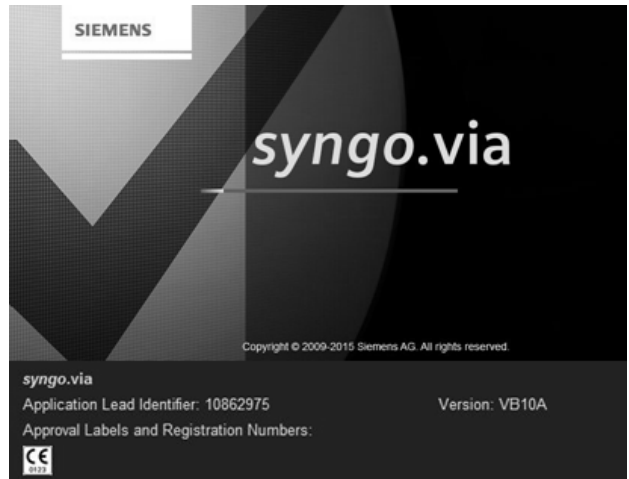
Syngo.via version VB10A was used for measuring SUV and MTV.
